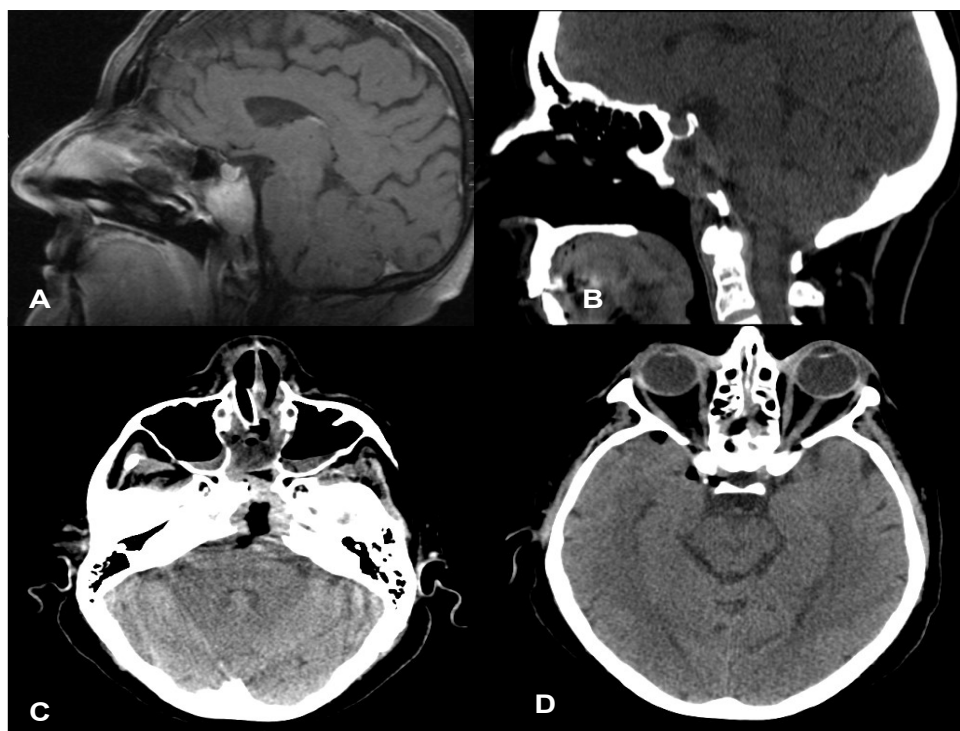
RM e TC preoperatorie che mostrano una lesione erosiva del clivus (A,B). TC postoperatoria che mostra il sito della fistola e l'associato pneumoencefalo (C,D).
